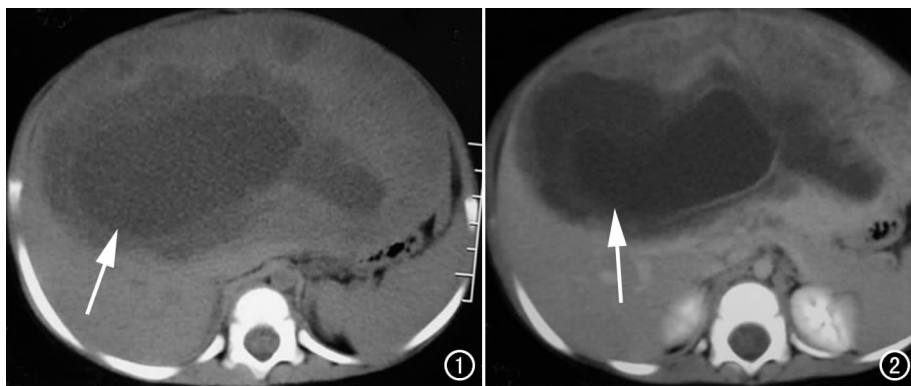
CT示肝内中心呈低密度边缘等低密度(箭),CT值8~28 HU。图2 中心低密度,边缘强化呈高密度(箭),CT值46~104 HU。
